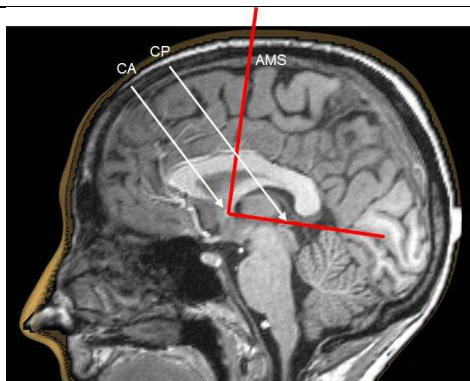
Localisation de la position de l'AMS sur une IRM anatomique (vue sagittale) du cerveau.
